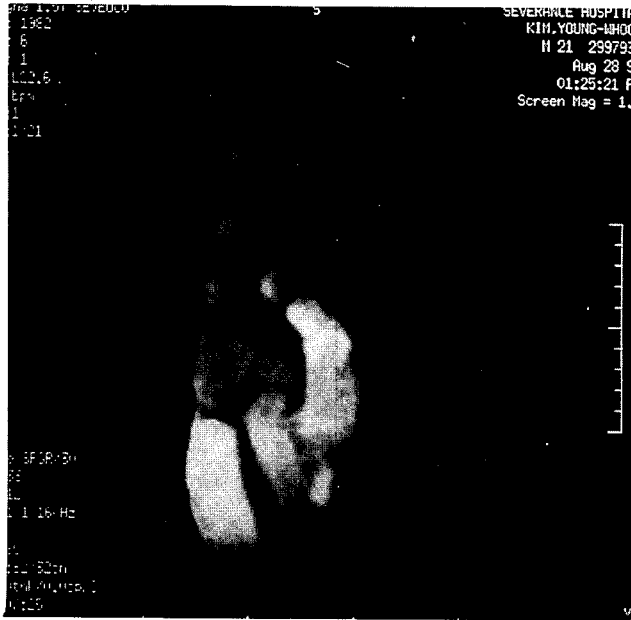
Preoperative MRI shows aneurysmal dilatation of aortic root.
